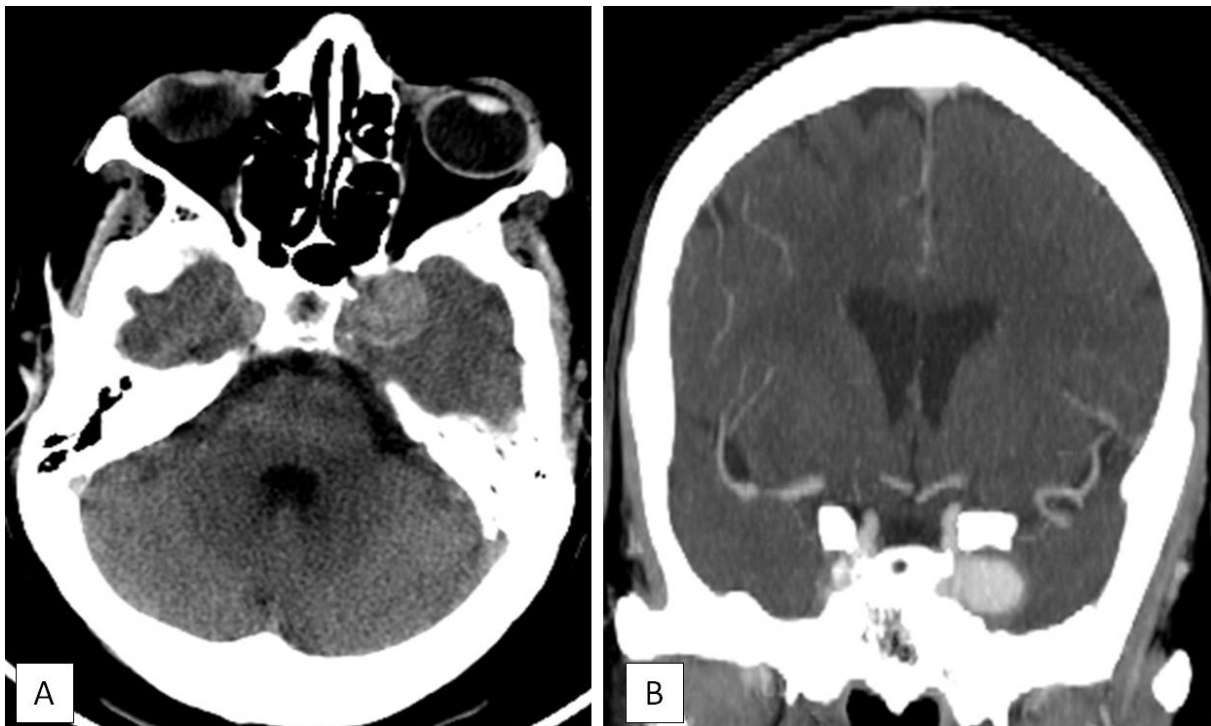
La TDM cérébrale sans injection objective la présence d'une formation caverneuse gauche (A) présentant un rehaussement de type artériel et dont le collet est implanté sur la carotide intra-caverneuse : anévrisme carotido-caverneux (B).
